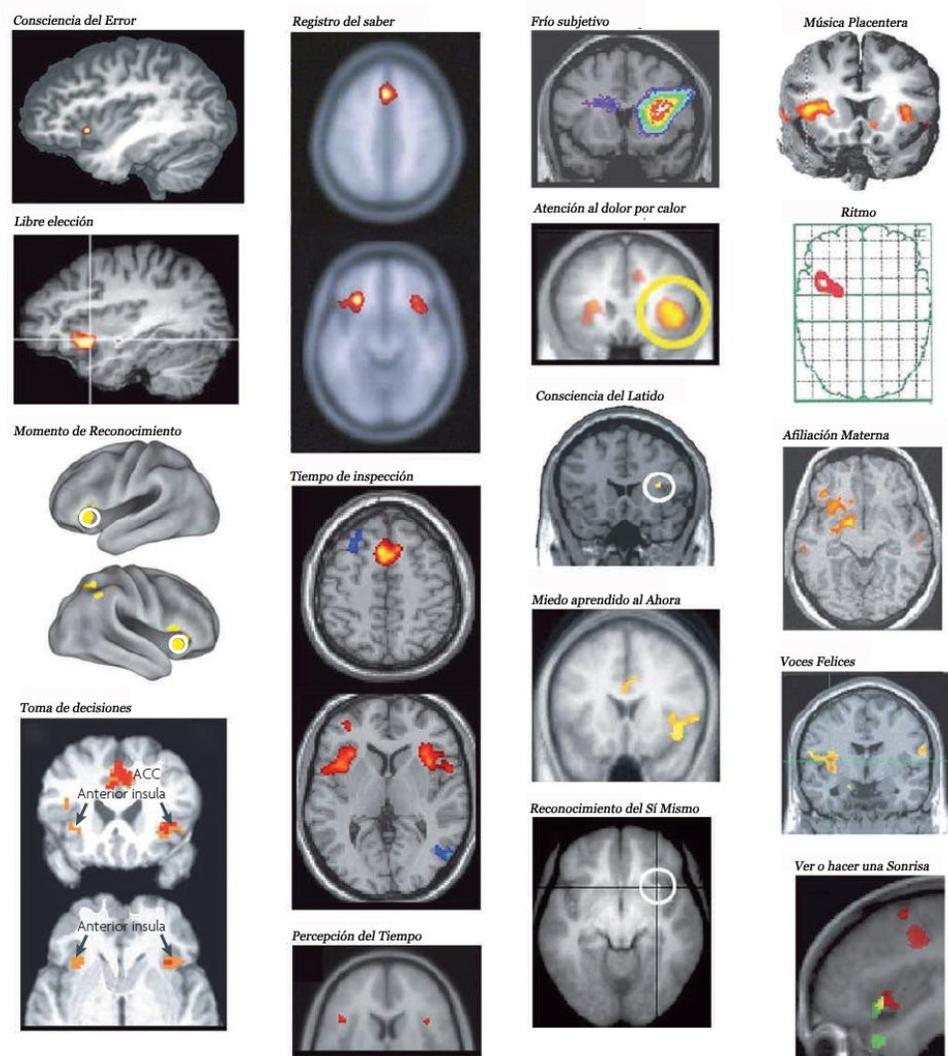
Imagen tomada de Craig A. D (2009) sobre la participación de la Insula en diferentes imágenes capturadas por resonancia magnética funcional (MRI).
